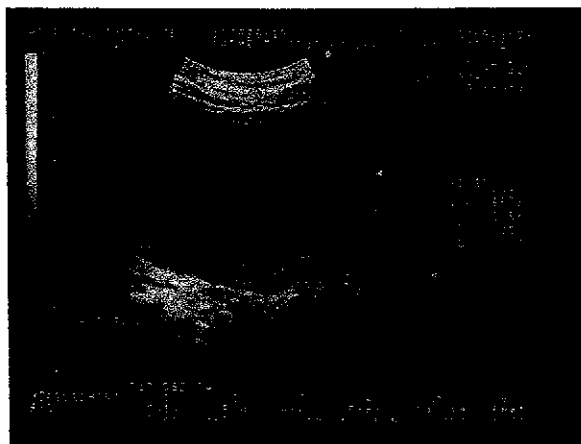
Ecografía de útero y anexos en cortes longitudinales de una paciente de 16 años de edad, con amenorrea de 13.4 semanas y dolor en hueso pélvico. A. característico aspecto tabicado de quistes tecaluteinicos. B. cavidad uterina heterogénea, con imágenes quísticas de pocos milímetros. Correspondió a mola hidátiforme completa.
